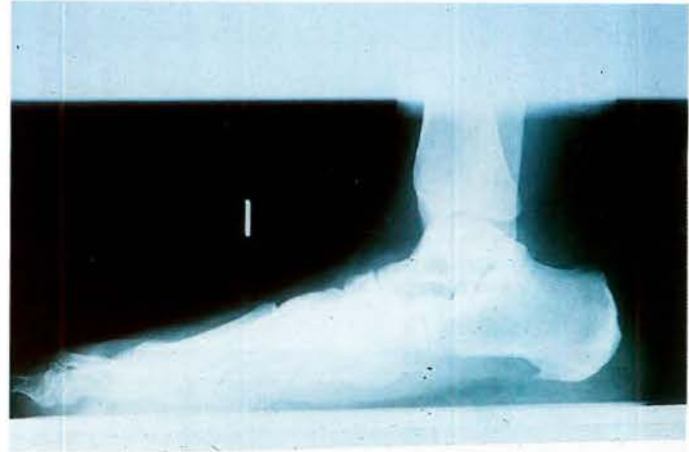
Radiografía lateral del pie izquierdo.
